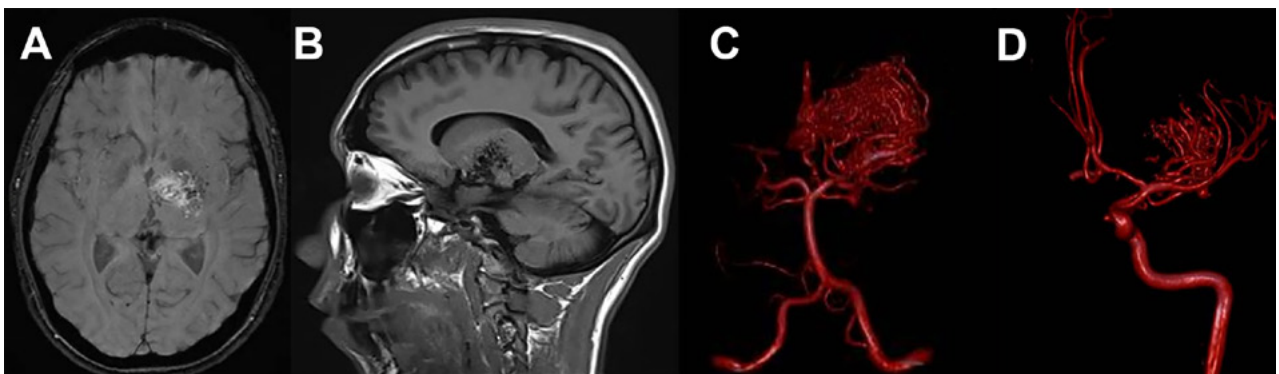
A) MAV Tálamo-capsular izquierda Grado III B. B) Corte sagital de RMN donde se ve el nido intratálamico. C) aferencias dependientes del sistema tálamo-geniculadas posteriores. D) aferencias dependientes del sistema lenticulo estriado anterior.
